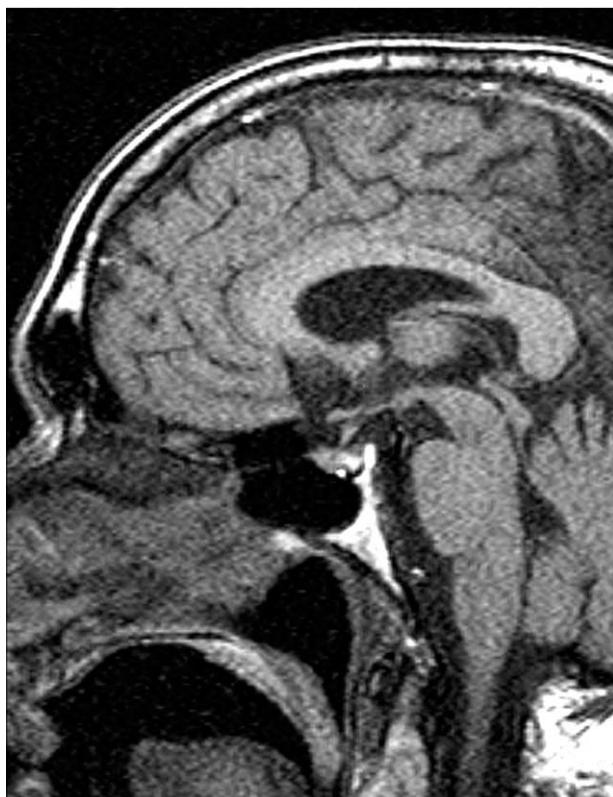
Corte sagital de resonancia magnética que muestra una glándula hipofisaria de tamaño y localización normales, con discreto engrosamiento del tallo.
